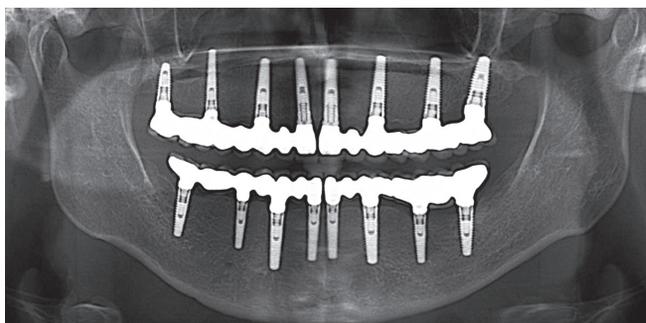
Orthopantomogram of patient I., 64 y.o. There are 2 long-span segments of implant-supported prosthesis with zirconia framework screw-retained to 8 implants on the upper jaw: IV 2 A2, on the lower jaw prosthesis with zirconia framework divided on two segments with unilateral cantilever screw-retained to 8 implants: IV 2 A2
